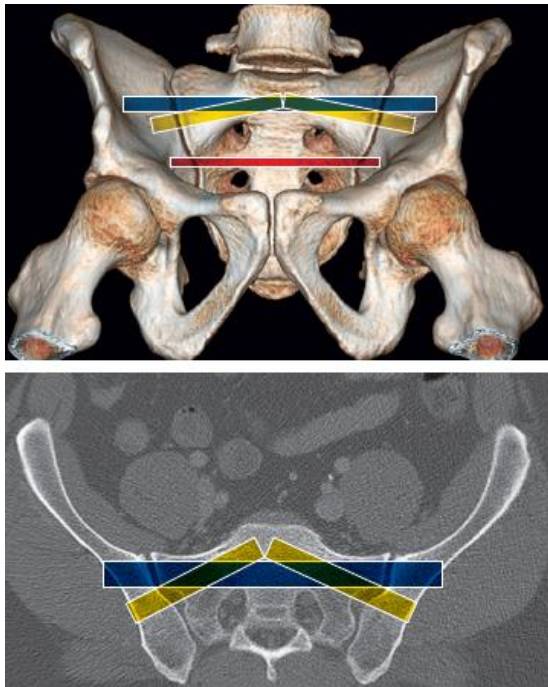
Ilustración en donde con diferentes barras de colores sobrepuestas en una TAC de pelvis, se observan los diferentes túneles óseos. Extraída de Fractures of the Pelvis and Acetabulum, Principles and Methods of Management, fourth edition, Marvin Tile, David I. Hellet, James F. Kellam, Mark Vrahas, Volume 1 Pelvis
